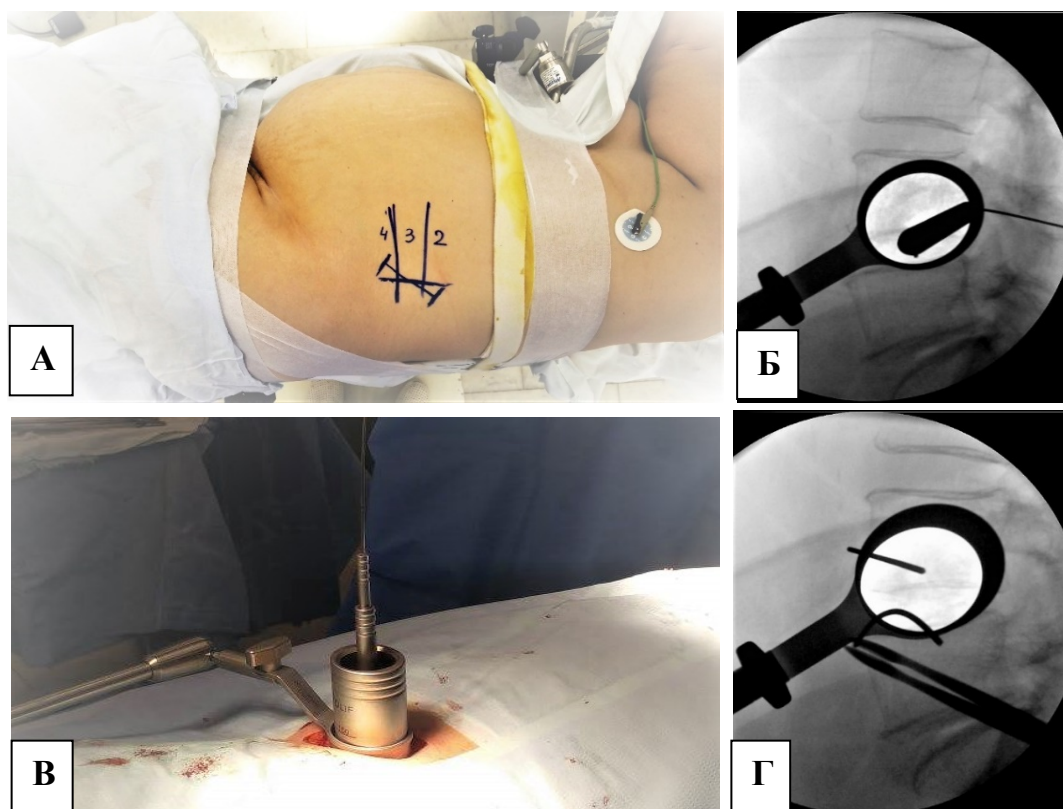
Этапы выполнения MIS LLIF: выполнена фиксация на операционном столе в положении «на боку» и флюороскопическая разметка кожного разреза (А); произведён забрюшинный доступ и установлен овальный тубулярный ретрактор (Б); интраоперационные рентгенограммы в боковой проекции после установки ретрактора перед удалением направляющей спицы (В) и после установки игл Штеймана в тела позвонков (Г)
